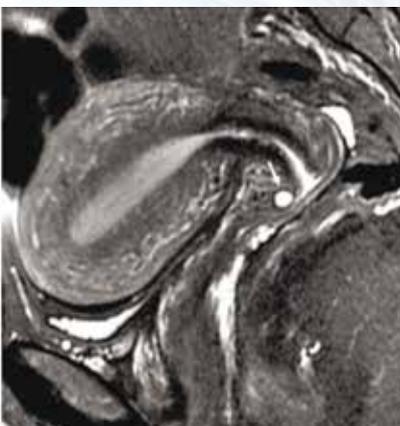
МРТ таза в сагиттальной проекции, Т2 ВИ
